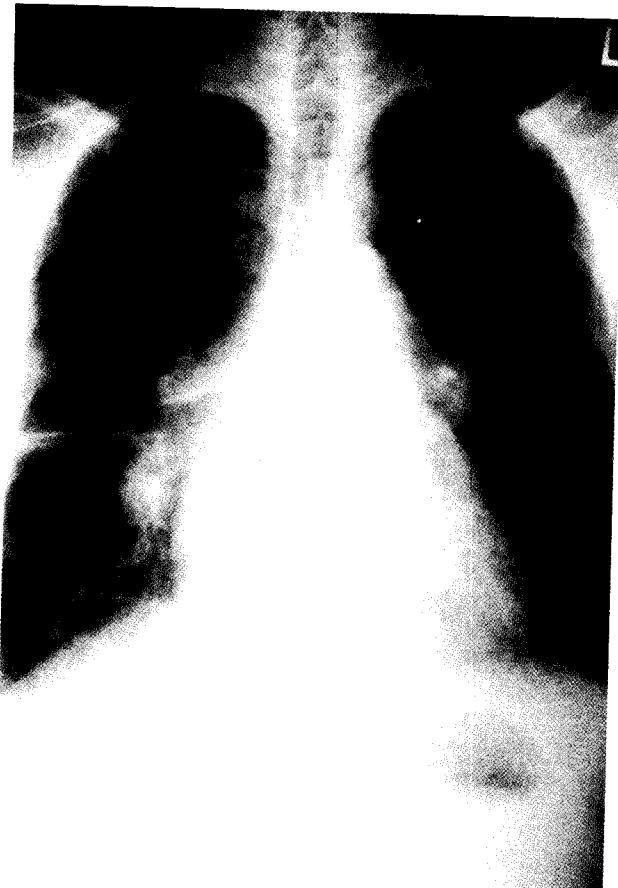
Preoperative simple chest X-ray shows cardiomegaly and increased pulmonary vascular markings
